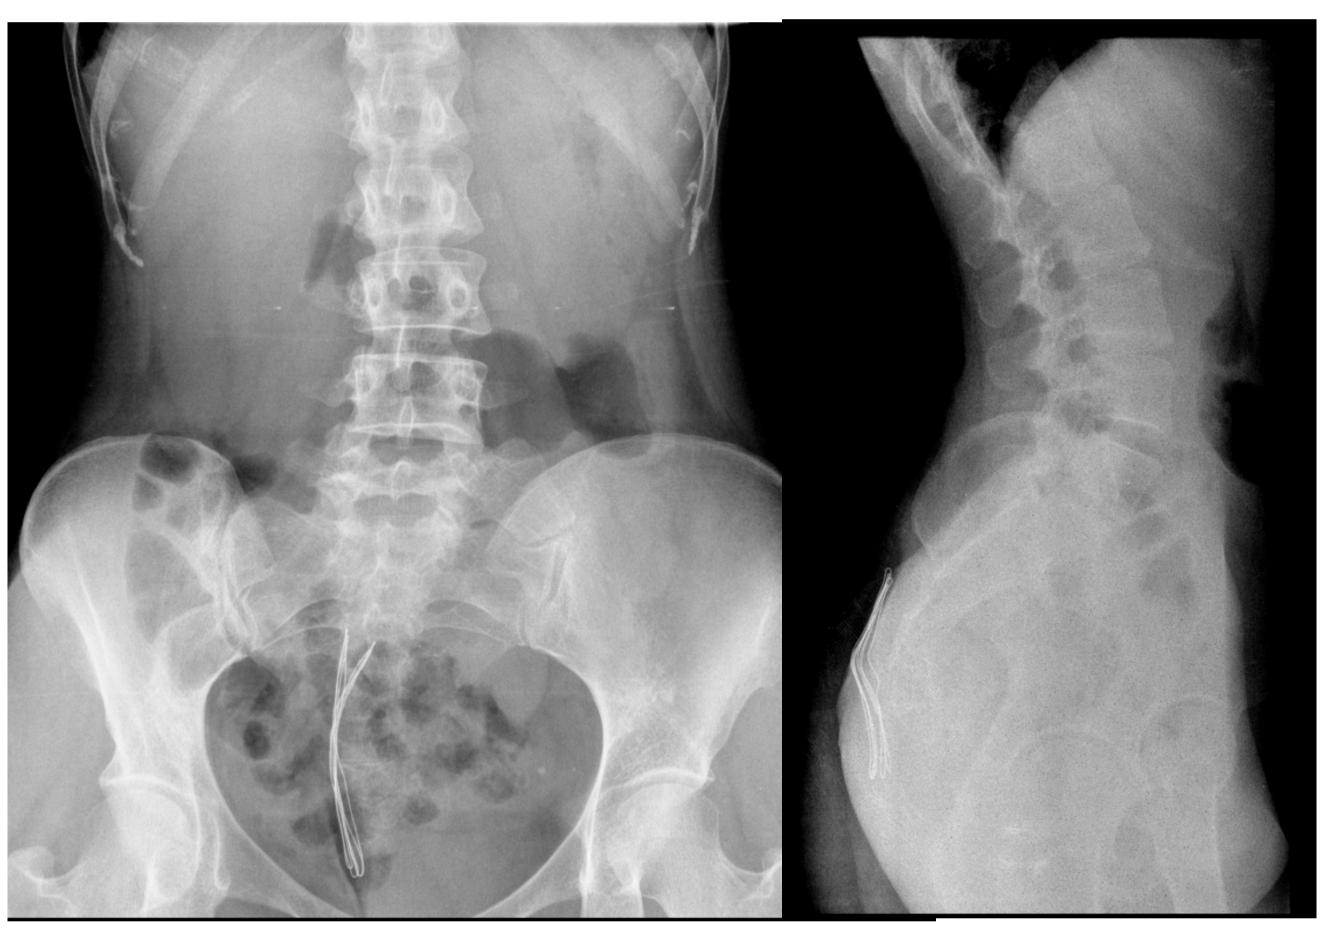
Radiografías simples anteroposterior y lateral.
